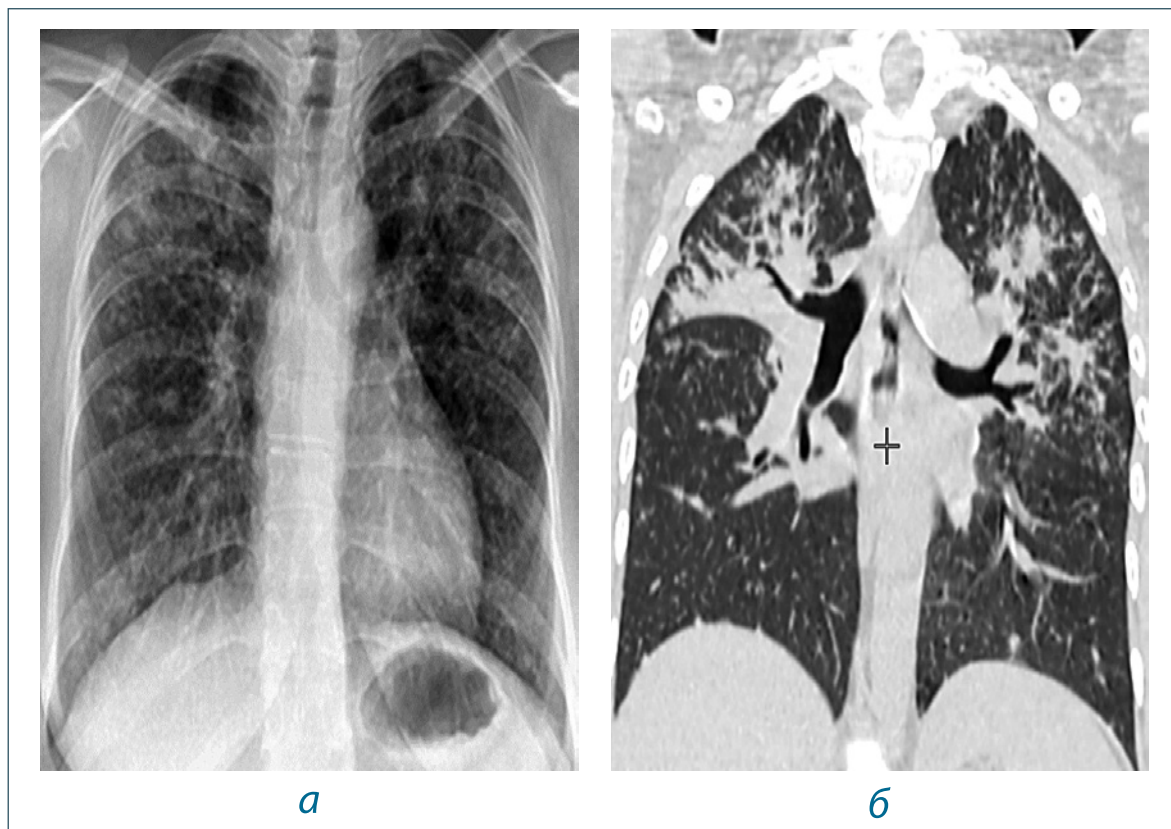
Результаты рентгенологического исследования пациентки К. от 28.06.2021 г.: а – обзорная рентгенограмма органов грудной клетки, б – КТ органов грудной клетки (описание – в тексте)
